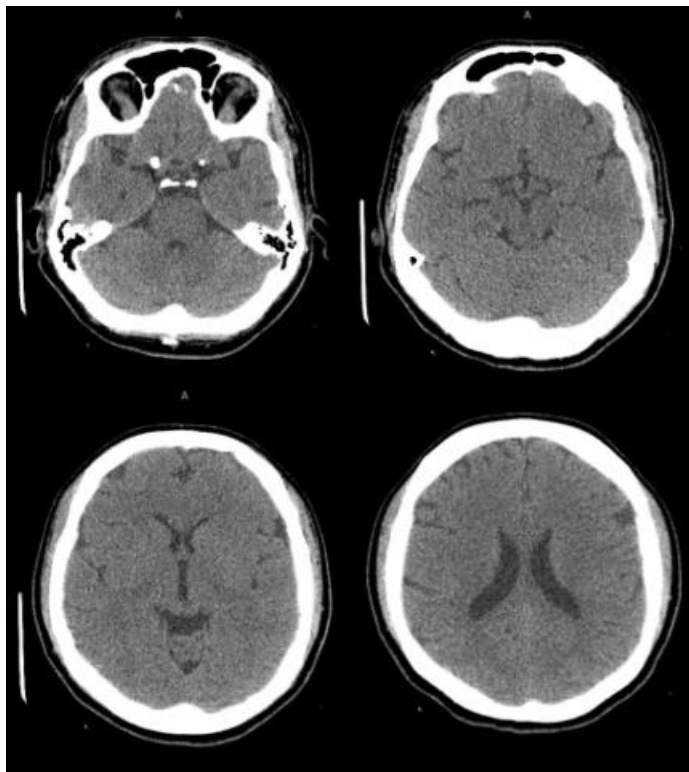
Tomografia computadorizada de crânio sem contraste da paciente atendida. Fonte: prontuário médico da paciente.
